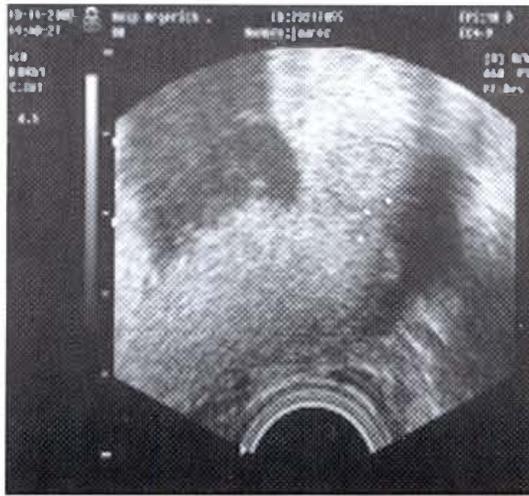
Ecografía transvaginal de paciente con placenta previa oclusiva total e historia de cesárea anterior que muestra desaparición de la zona hipocogénica miometral retroplacentaria con disrupción de la interfase Serosa hiperecogénica entre el útero y la vejiga en el segmento uterino correspondiente a la cicatriz de la Cesárea anterior.
